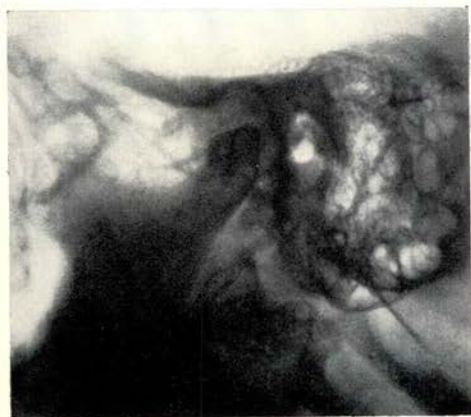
De röntgenfoto van het rechter kaakgewricht, gemaakt volgens de techniek van Schüller vertoont een zeer sterk verbrede gewrichtsspleet
